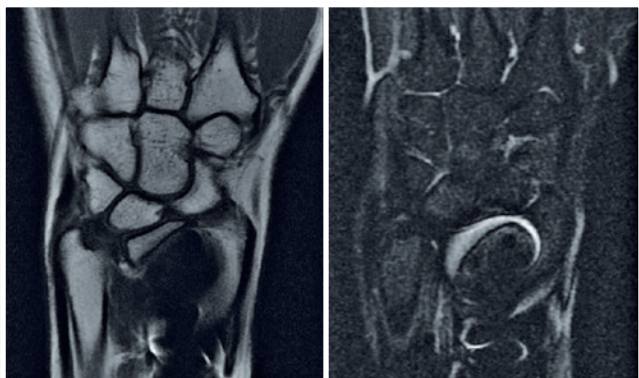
Ressonância magnética do punho esquerdo em ponderações T1 (esquerda) e T2 (direita)
